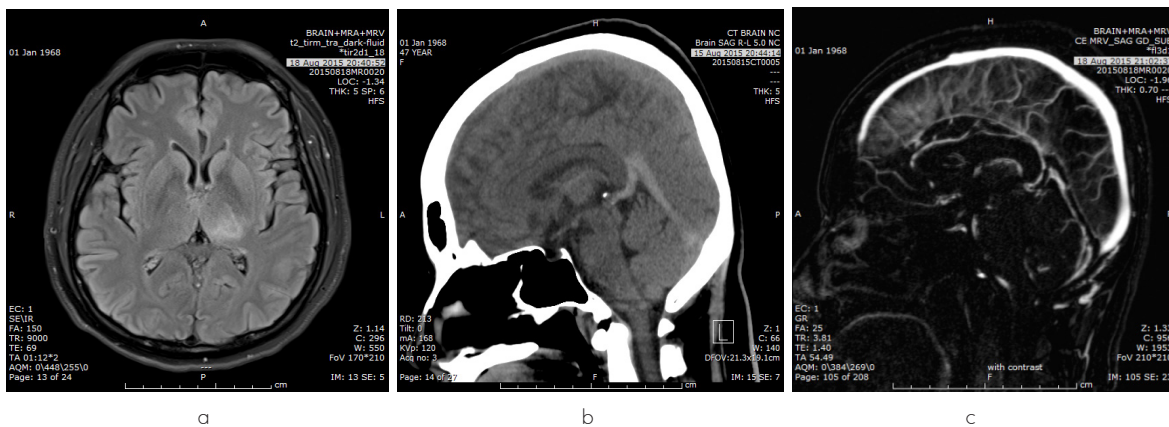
Fig a: Axial FLAIR; Hypersignal intensity lesion at the left thalamus and medial aspect of the right thalamus
